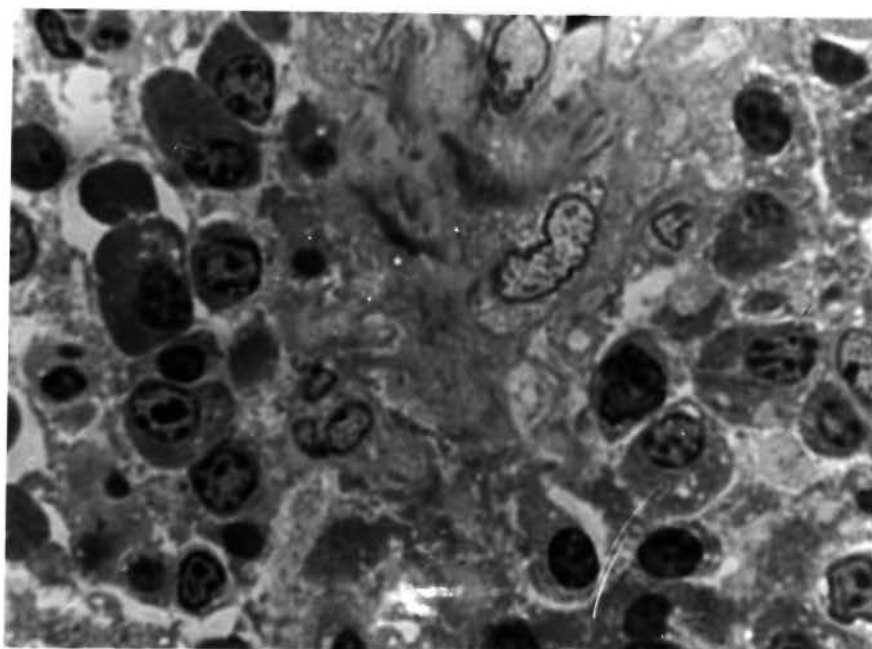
Variações morfológicas de alguns plasmócitos (P) e macrófagos (M) em granuloma periapical. Em meio à degradação dos feixes de colágeno, observa-se a proliferação de angioblastos. A seta indica um corpúsculo de Russel. Corte de meia micra - araldite - col. azul de toluidina. 400X.
